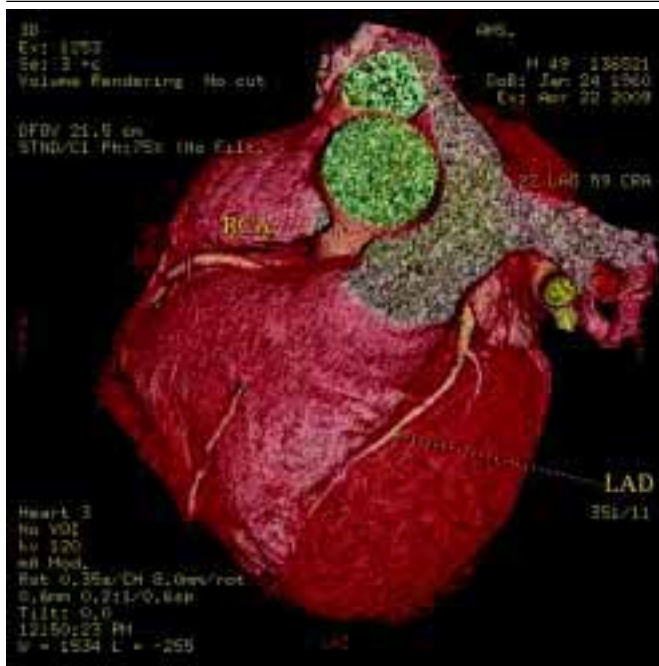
Мультиспіральна комп'ютерна томографія — зображення вінцевих артерій при в/в болюсному введенні контрастної речовини без ознак атеросклеротичних та стенотичних змін судин коронарного русла: 3D- та MIP-зображення ПМШГ ЛВА (LAD) та ПВА (RCA), графічне зображення ПМШГ ЛВА з метричним аналізом діаметра судин
